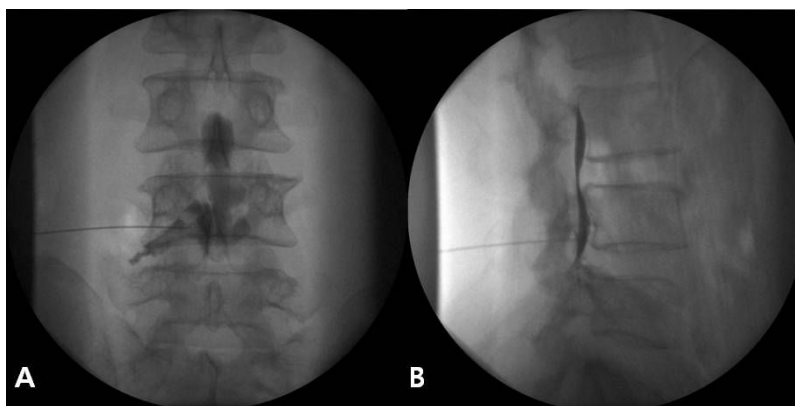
Radiographs of 57-year-old woman with radiating pain to left buttock and lower leg in L4 dermatome. MR image (not shown) revealed left paracentral L3/4 disc herniation with compression of left L4 nerve root. Pars interarticularis TFESI was performed at L4 neural foramen. (A) Antero-posterior view with contrast media spreading to L3/4 disc through the epidural space. (B) Lateral view showing needle tip in posterior aspect of the L4/5 neural foramen.
